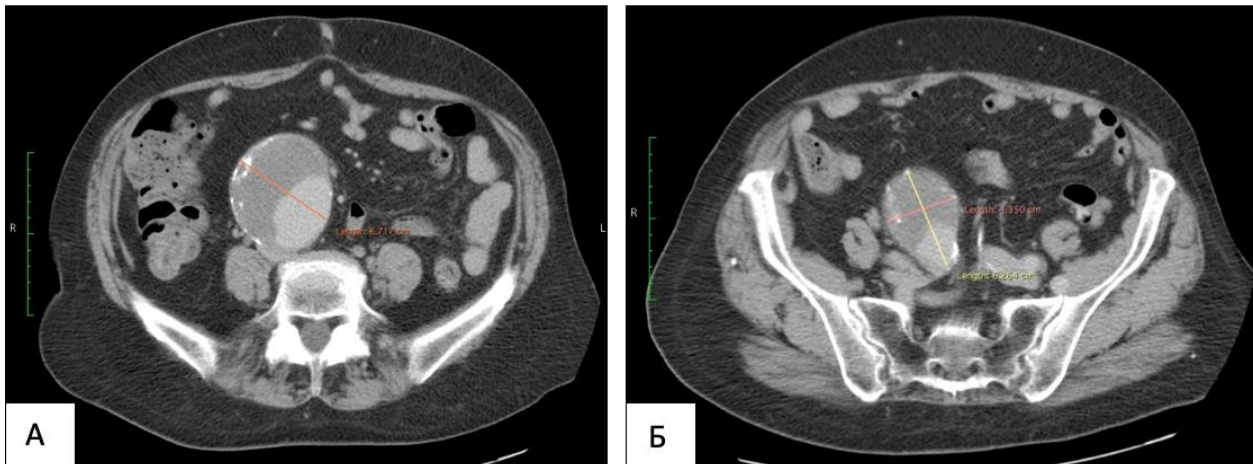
МСКТ с контрастированием брюшного отдела аорты. А) Визуализация АБА на сагитальном срезе, максимальный диаметр аневризмы в брюшном отделе аорты 67 мм. Б) Максимальный диаметр аневризмы правой общей подвздошной артерии 43х63 мм.
